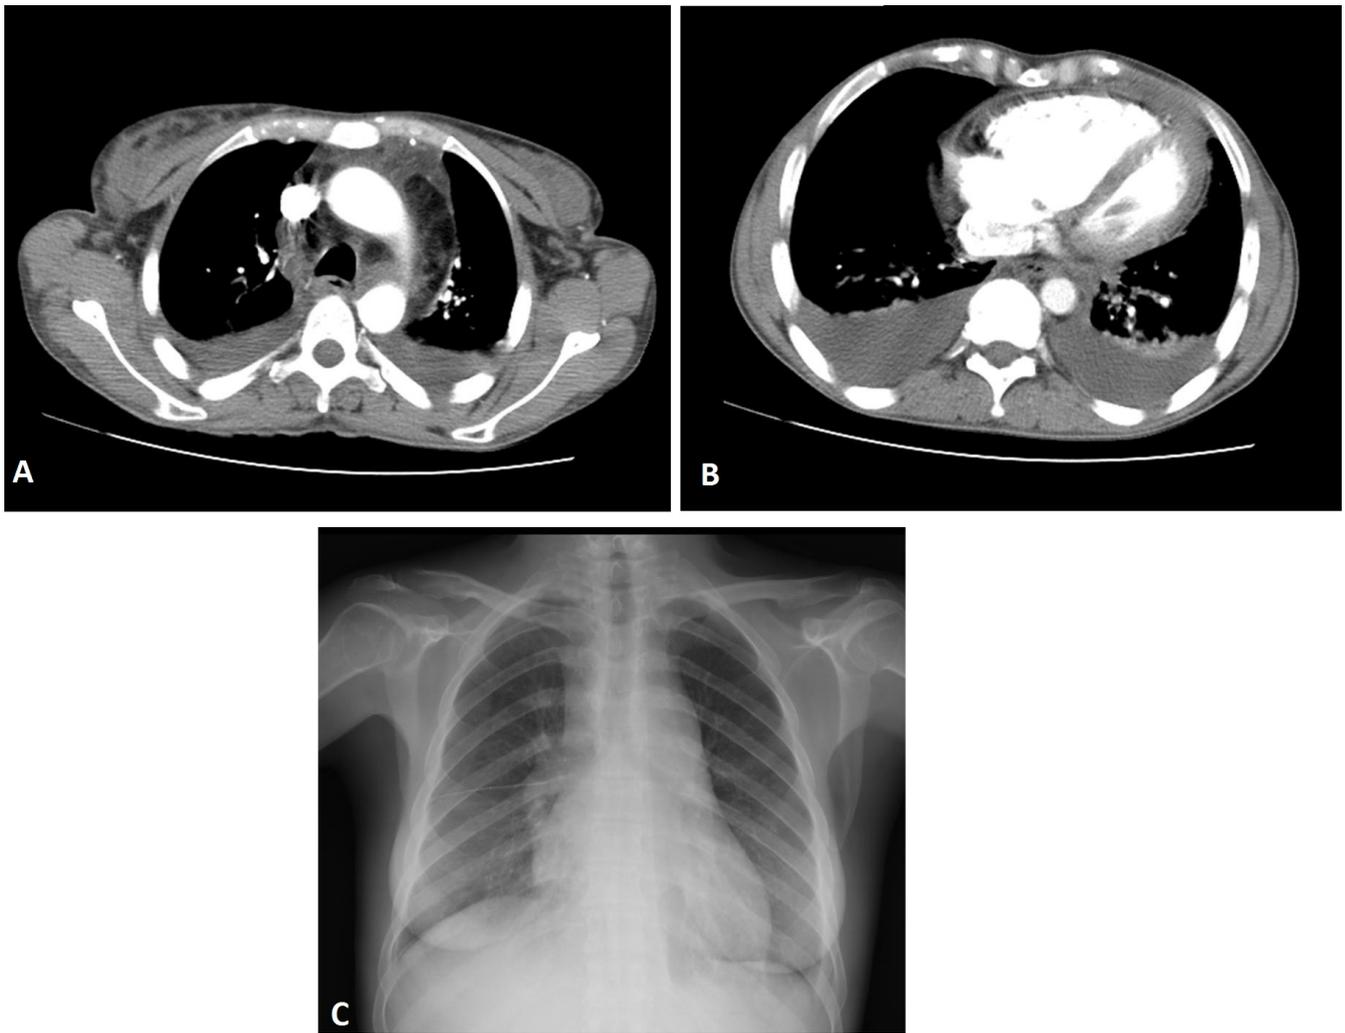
Paciente con sospecha diagnóstica de TEP. La TC (A y B) muestra signos de mediastinitis: aumento difuso de la densidad de la grasa mediastínica, derrame pericárdico, derrame pleural y adenopatías. En la radiografía de tórax (C) se observa ensanchamiento mediastínico.
